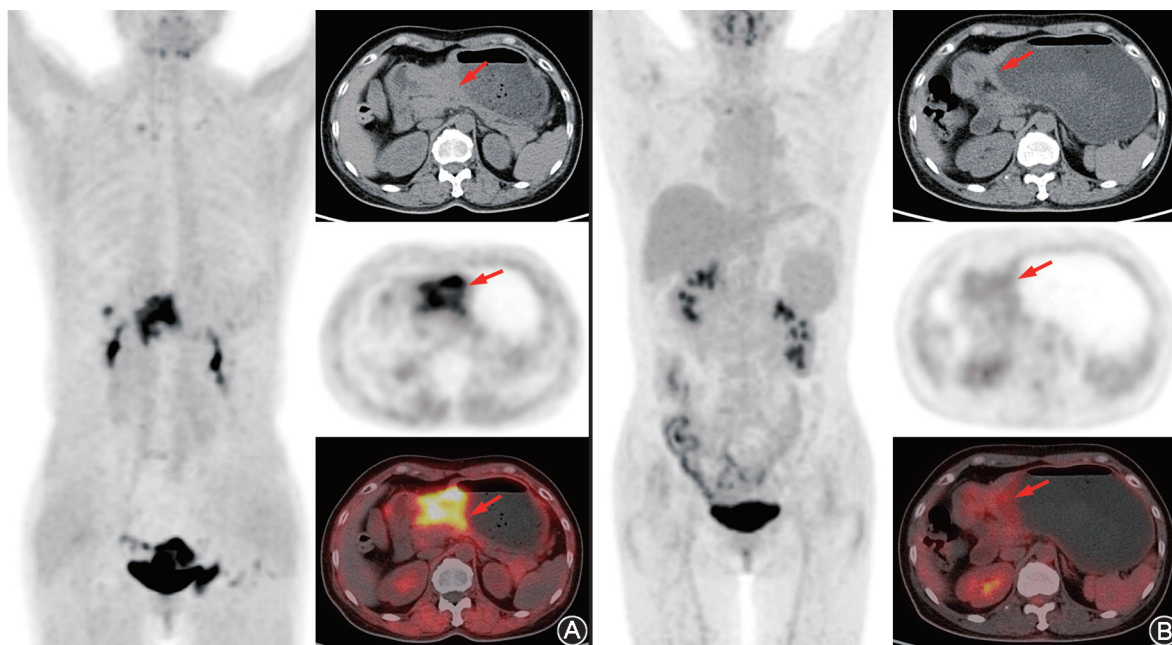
胃低分化腺癌患者 (女, 53 岁) ^{18}F -成纤维细胞激活蛋白抑制剂 (FAPI)-04 PET/CT 与 ^{18}F -FDG PET/CT 的显像对比图 (箭头示病变)
